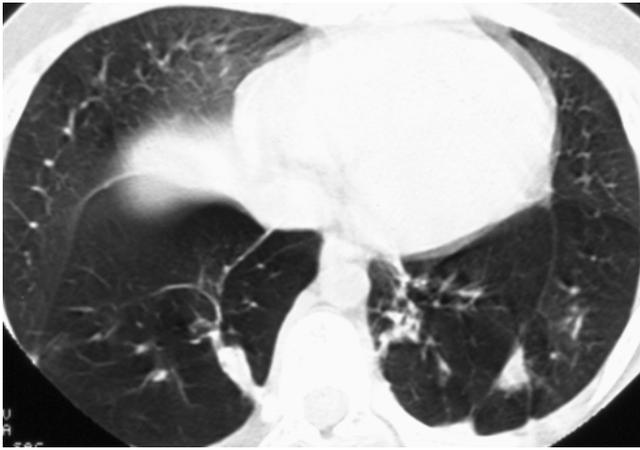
Tomografia computerizzata ad alta risoluzione del torace. Sono evidenti le tipiche alterazioni della bronchiolite obliterante, caratterizzate da zone patologiche di ridotta attenuazione e bronchiectasie cilindriche bilaterali ai lobi inferiori.
